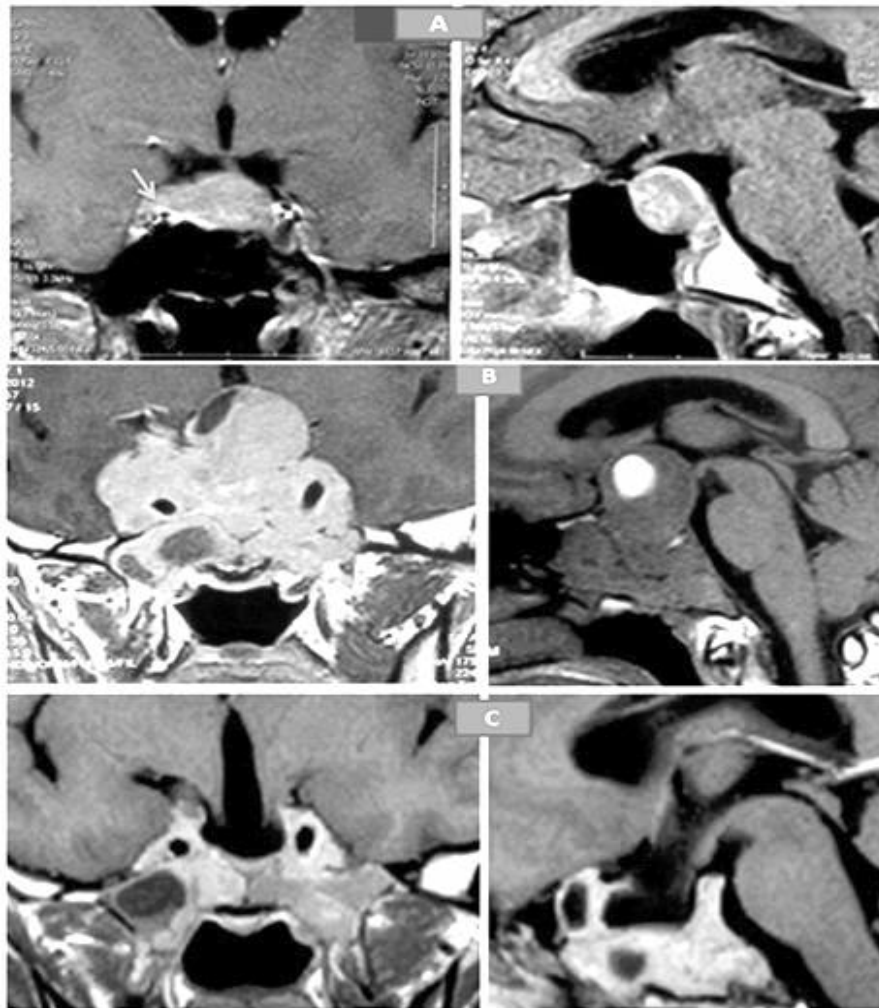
IRM montrant une tumeur hypophysaire avec extension vers le sinus caverneux droit (flèche orange).
